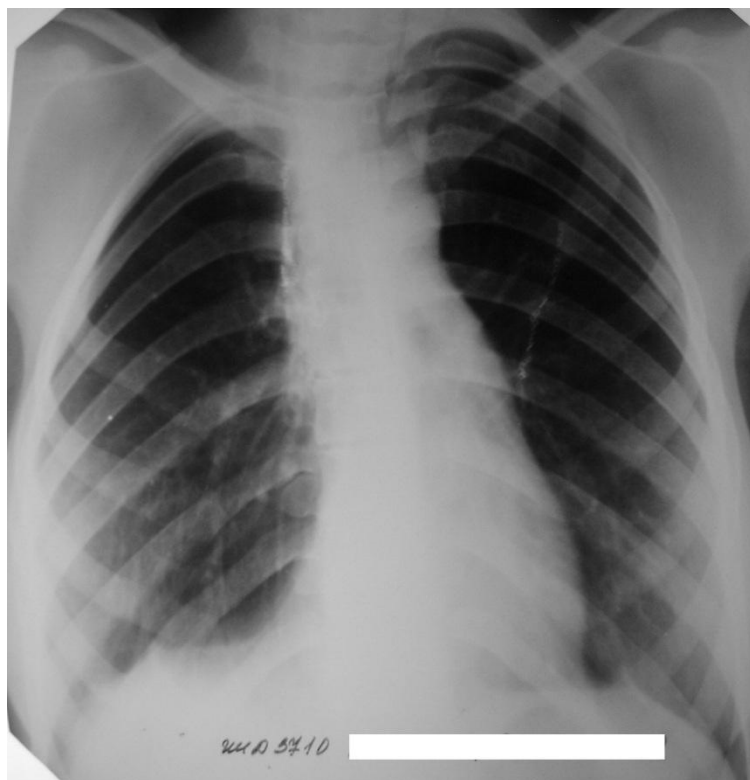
Обзорная рентгенограмма больной З. через 10 мес. после отсроченной торакопластики справа.
